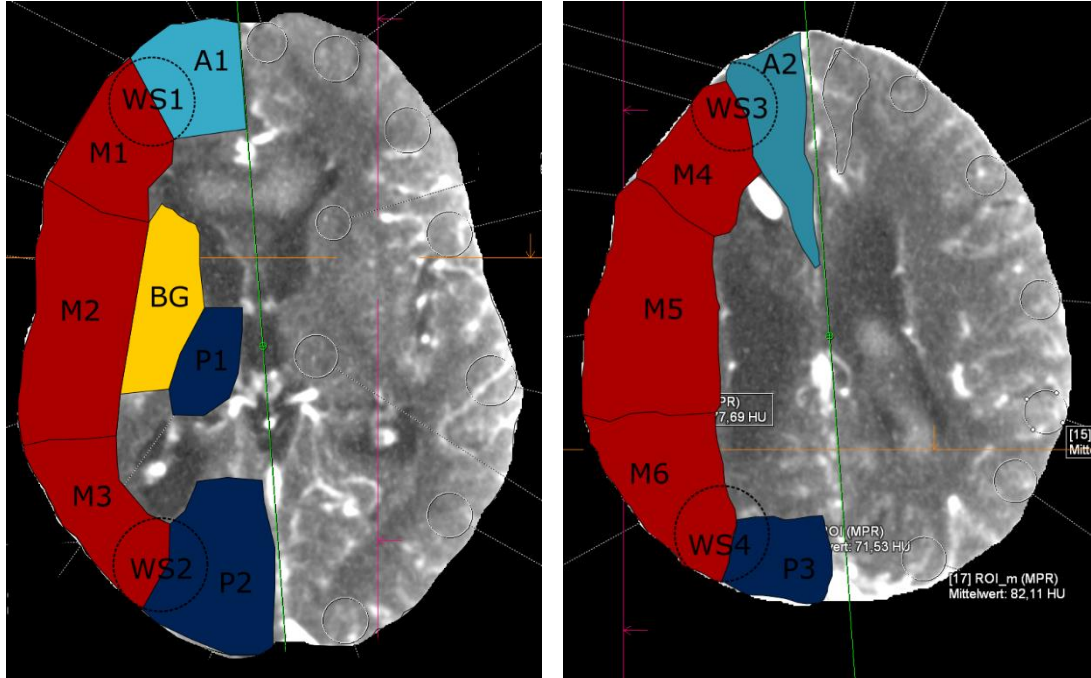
Ungefähre Begrenzungen der Gefäßterritorien in Anlehnung an die ASPECTS-Kriterien. (Die bearbeiteten Bilddaten entstanden in der Routinediagnostik der Neuroradiologie der Universität Tübingen)
